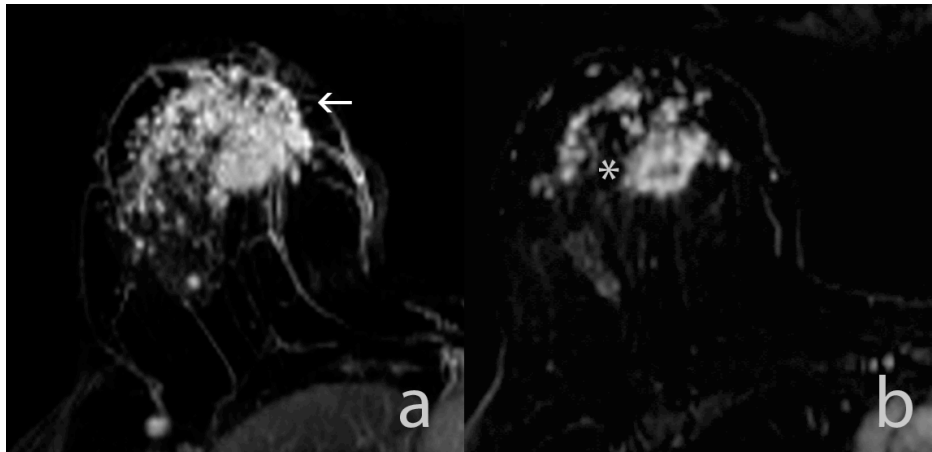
a) RM de estadificación: realce regional heterogéneo localizado en el plano anterior y medio de los cuadrantes superiores de mama derecha, perfil IHQ luminal B HER2-. b) RM tras TSP: respuesta radiológica parcial menor con patrón morfológico de fragmentación tumoral (asterisco).
